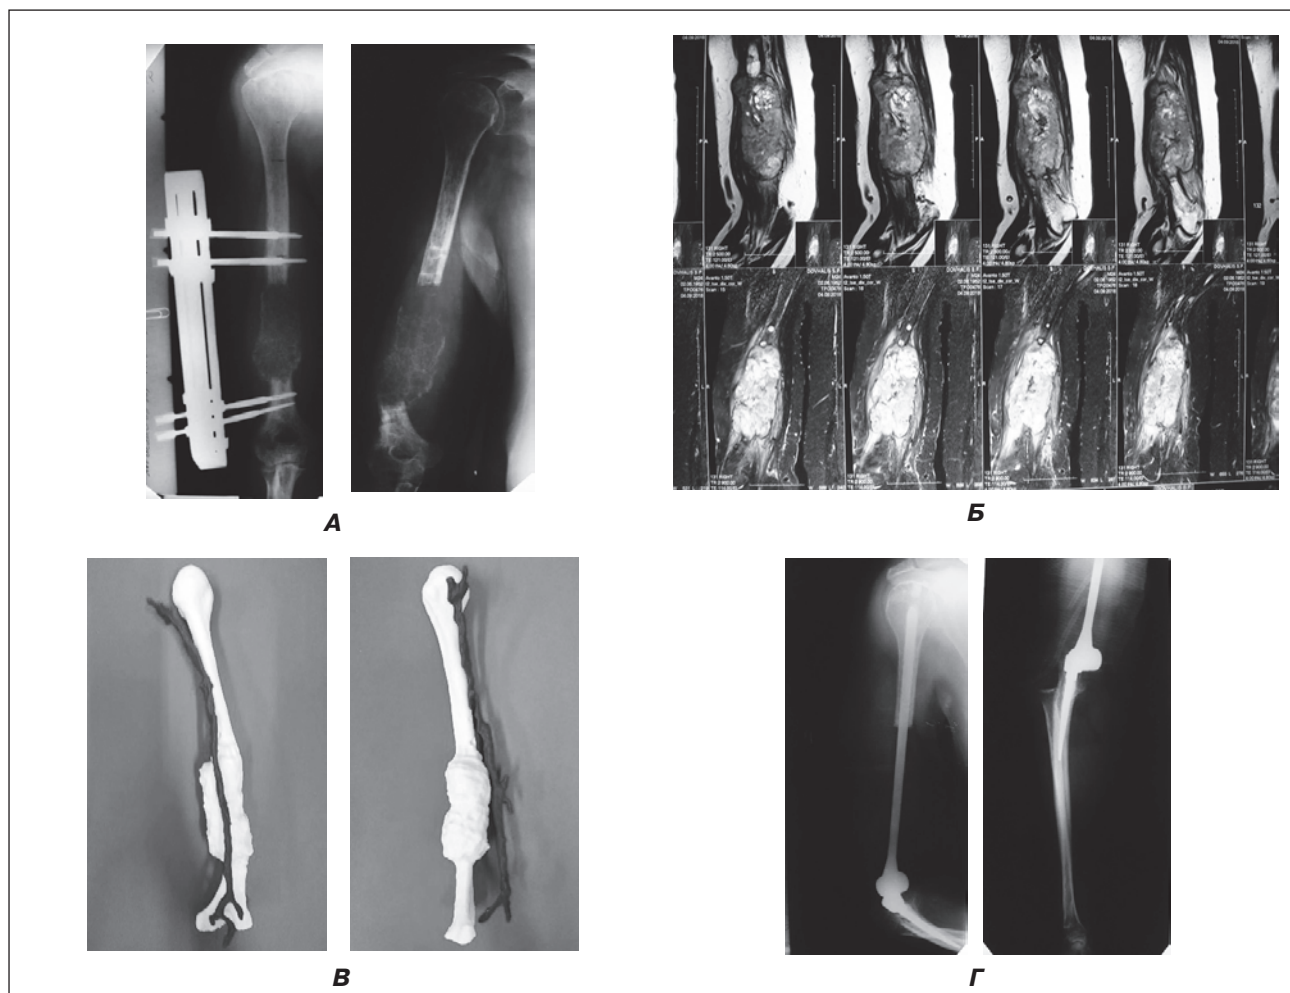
Рентгенограми (А) та комп'ютерна томографія (Б) хворої Н. з метастазом с-г нирки (нефректомія в 2004 р.) у праву плечову кістку, патологічним переломом, 2 кл. гр., станом після МОС АЗФ, хіміопроменевої терапії; пластиковий прототип правої плечової кістки з виділеною плечовою артерією (В); рентгенографія після оперативного втручання: резекція н/3 плечової кістки, індивідуальне тотальне цементне ендопротезування правого ліктьового суглоба протезом Beznoska (Г)
